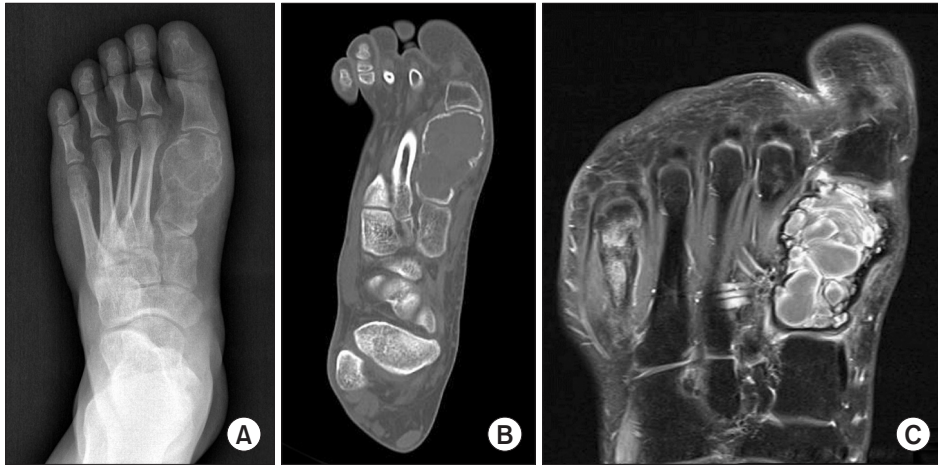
(A) Plain radiograph showing an expansile and osteolytic lesion at the first metatarsal of the left foot. The lesion was multi-septated, lobulated, and combined with cortical thinning. Stress fracture of the fifth metatarsal neck area was also visible. (B) Computed tomography scan showing the entire expansive osteolytic lesion with marked cortical thinning of the peripheral shell and subtle cortical destruction of the first metatarsal. No trans-articular extensions into the adjacent proximal phalanx and medial cuneiform bone were observed. (C) T1-weighted enhanced image of a coronal scan showing multiple septated, lobulated and osteolytic masses replacing the first metatarsal bone with multiple fluid-fluid levels. Each septum showed high signal wall enhancement and intermediate signal within each septum. Stress fractures with callus formation were also visible at the fifth metatarsal neck.
